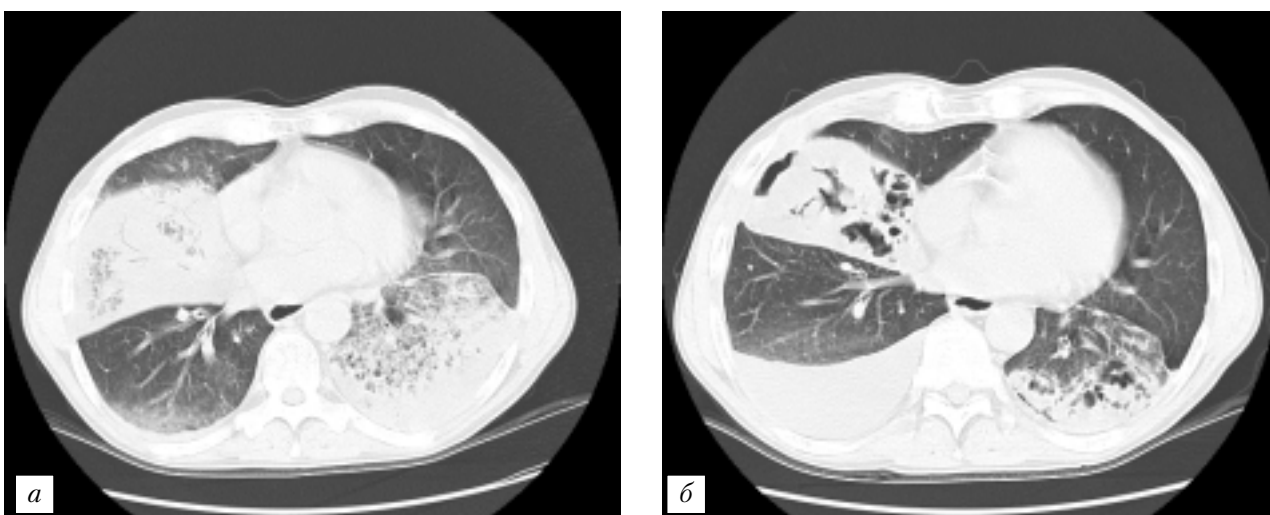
Средняя доля правого легкого и нижняя доля левого легкого при КТ органов грудной клетки больного А. Определяется неоднородная консолидация легочной ткани с множеством мелких (до 5 мм) полостей деструкции (а). При динамическом наблюдении отмечено появление правостороннего выпота, увеличение размеров полостей деструкции с признаками обратного развития инфильтрации и некоторым объемным уменьшением долей (б).
